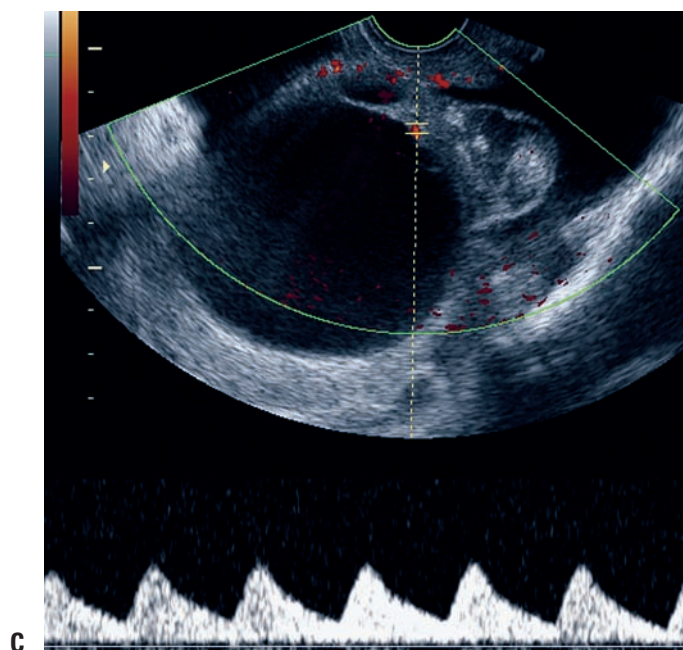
continua. C. Cisti ovarica torta con vascolarizzazione individuata all'esame eco-Doppler. Nonostante la torsione ovarica, il flusso arterioso è ancora visibile. D. Torsione ovarica in una ragazza in età prepubere. L'ovaio ha un aspetto più arrotondato del normale e presenta cisti multiple periferiche.
